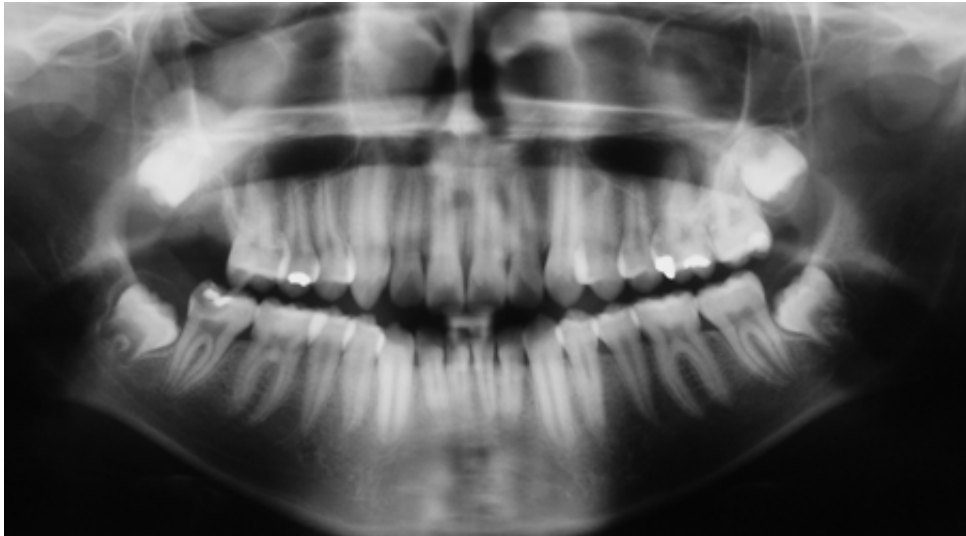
Estudio de terceros molares. Radiografía panorámica.
